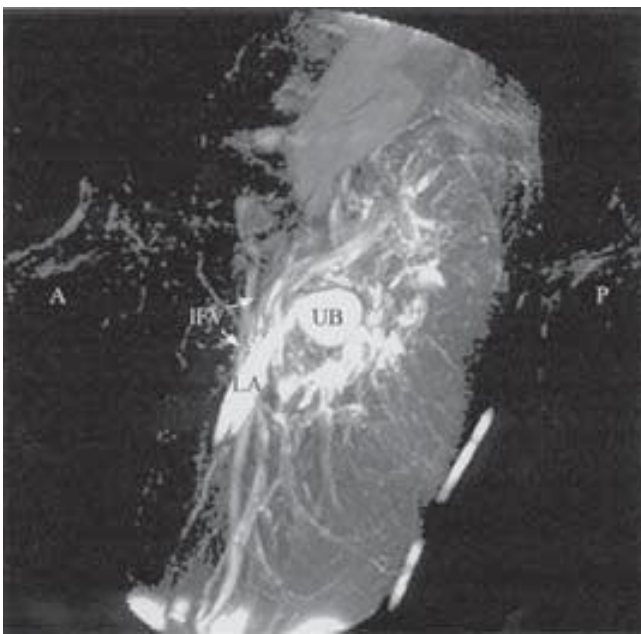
Imagen de MRI T2 ponderada sagital después de la administración del anestésico local. (A, anterior; P, posterior; IFV, vena femoral izquierda; LA, anestésico local; UB, vejiga urinaria.)
